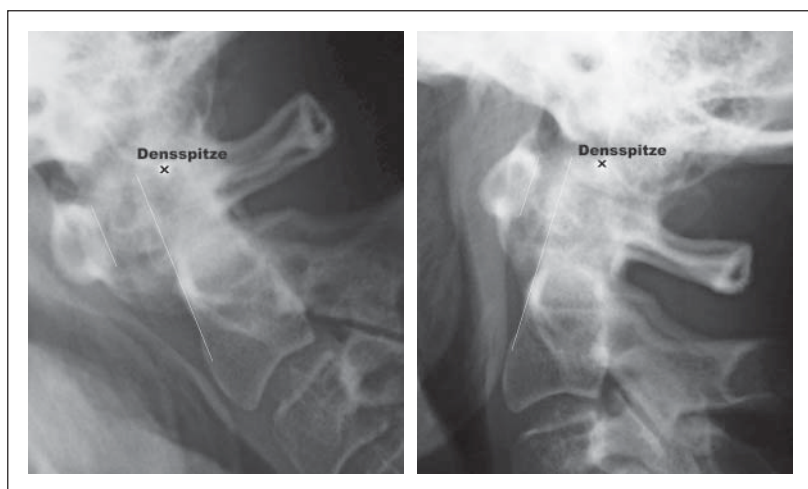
+ b: Seitliches Funktionsröntgen der oberen HWS mit deutlicher Erweiterung der ventralen ADD (Atlantodentaldistanz) in Inklinations- (2a) und Reduktion der Instabilität in Reklination (teilfixierte Instabilität) (2b). Dargestellt sind Hilfslinien zur leichteren Beurteilbarkeit.
